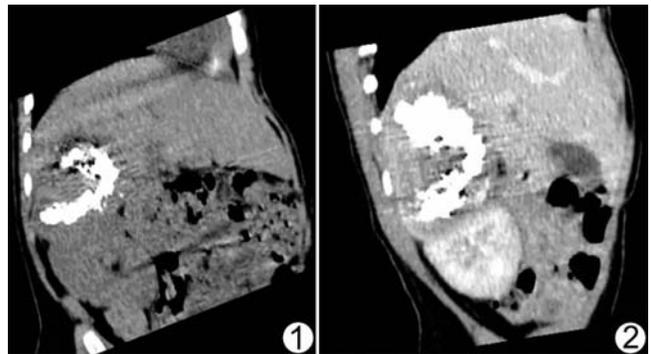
MSCT 多平面重组见病灶位于右肾上极, 明显钙化, 非钙化部分 CT 值约为 48 HU, 高于正常肾实质 图 2 MSCT 增强实质期病灶不均匀强化, 最大 CT 值约为 75 HU
